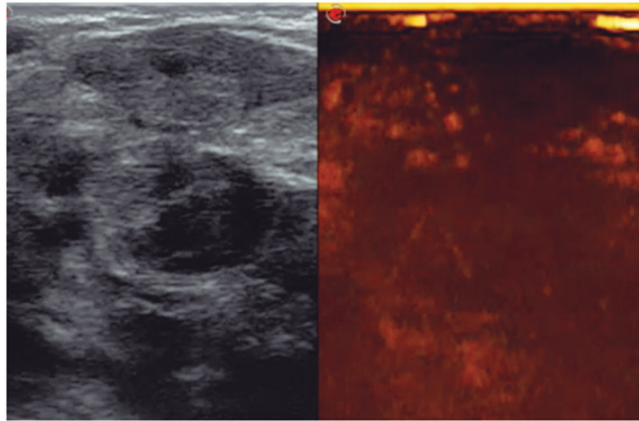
Seis meses después de la ablación, la adenopatía es significativamente más pequeña y sin vascularización en la ecografía contrastada CEUS.
